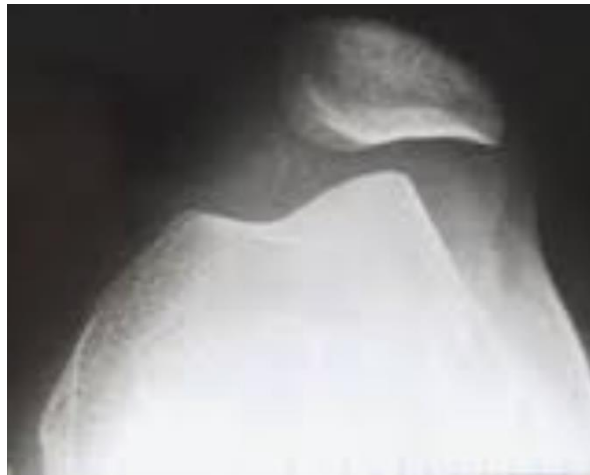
Radiographie standard du genou droit objectivant une bascule externe de la rotule droite
